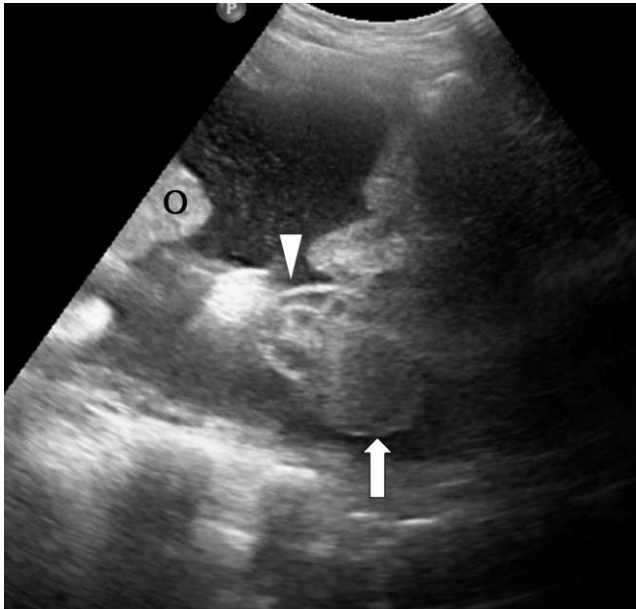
Ultrasonographic findings of small cell carcinoma in a 12-year-old girl.
